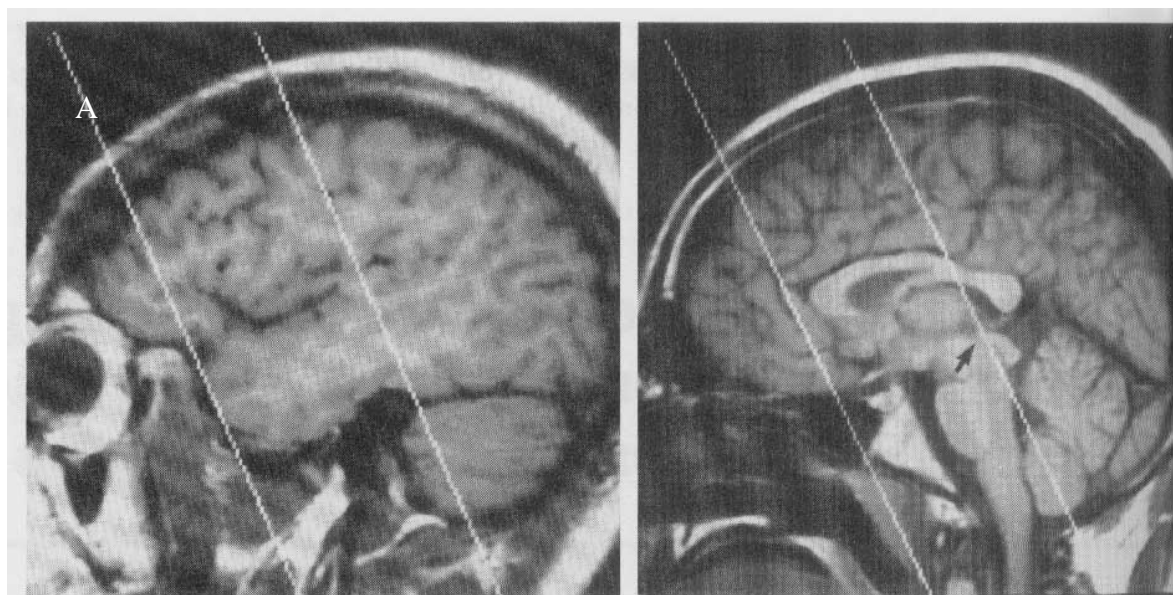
As imagens por RM demonstram como os limites dos lobos temporais anteriores são definidos. A; a definição do plano de imagem é feita sobre uma imagem para sagital através da fissura silviana esquerda. As imagens coronais oblíquas são adquiridas num plano perpendicular da fissura silviana esquerda.
